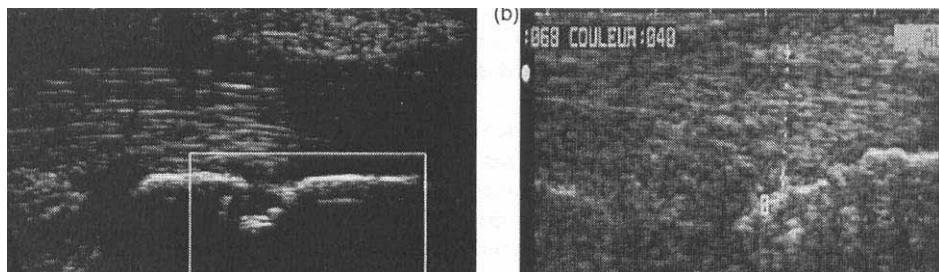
Ultrasonografski pregled enteze plantarne fascije
